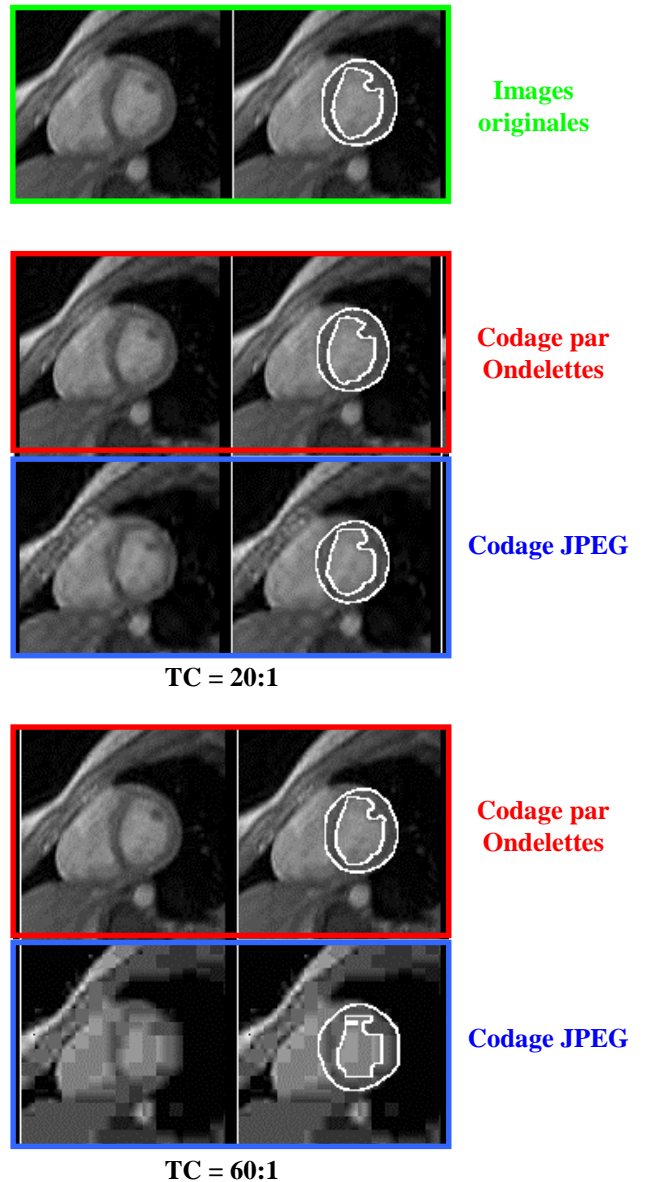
Effet des codages JPEG et Ondelettes sur des coupes d'IRM cardiaques. Les contours endocardique et épicaudique sont obtenus par détection automatique.
